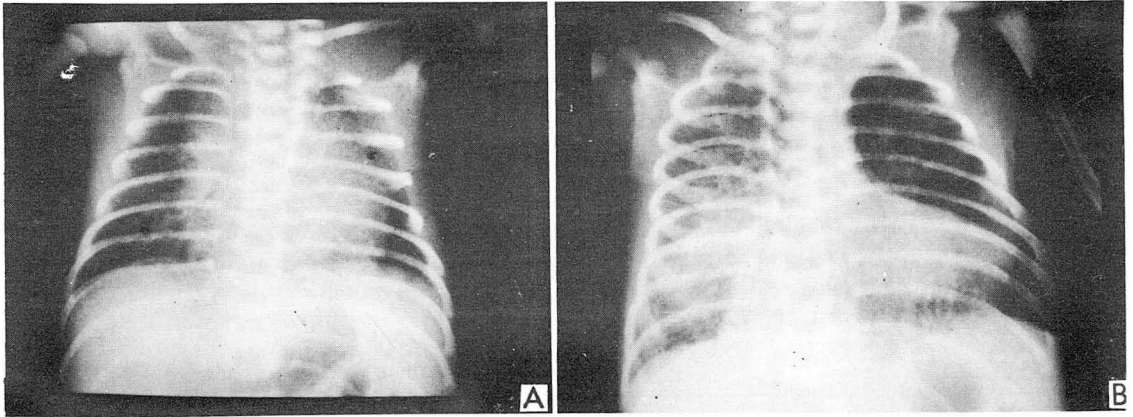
& 4B. Chest roentgenogram was taken at 6 hours after birth, and above findings were some improved and after that pneumonia was newly developed 5 days later on follow-up check, Fig. 4B.
